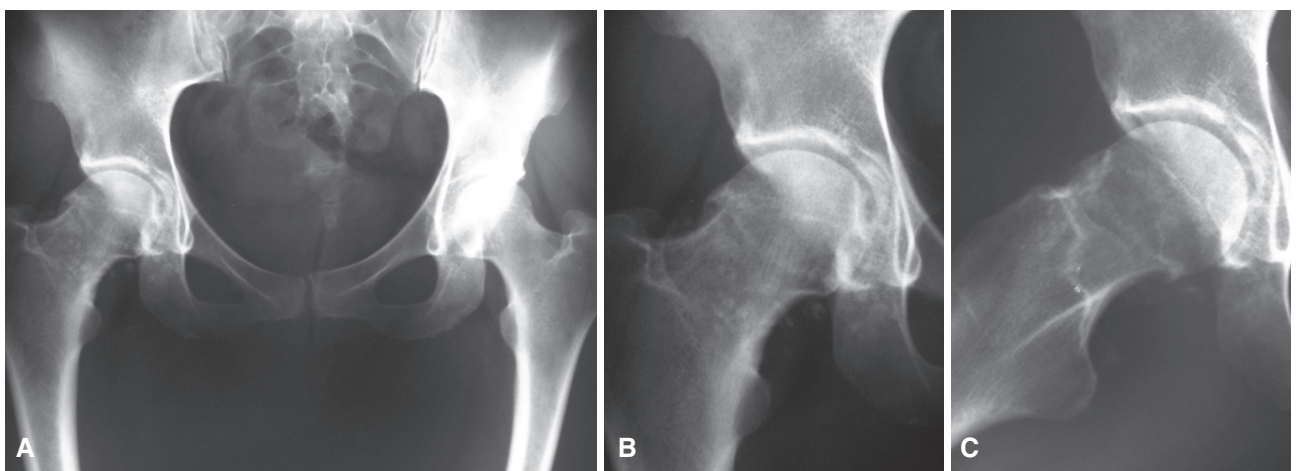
A. Radiografía de ambas caderas (F). B y C. Radiografías de cadera derecha (F y P): imágenes de cuerpos libres intraarticulares calcificados, correspondiente a condromatosis sinovial.
